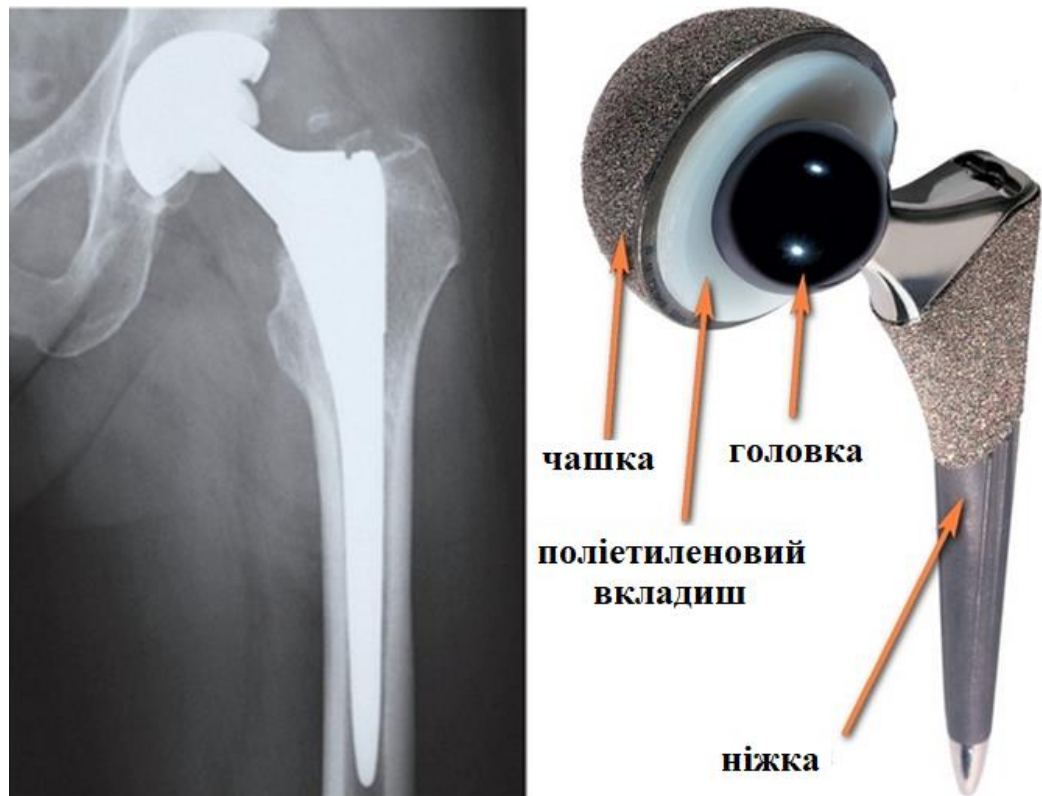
Тотальне (двухполюсное, тобто замінюється і шийка стегнової кістки, і вертлюжна западина) безцементне ендопротезування при переломі шийки стегна. Зліва – рентгенограма після операції. Праворуч – зовнішній вигляд безцементного ендопротеза з пористим покриттям. Представлена одна з найпоширеніших компоновок безцементного ендопротеза, що складається з чашки, вкладиша з високомолекулярного поліетилену, металевої головки і ніжки
